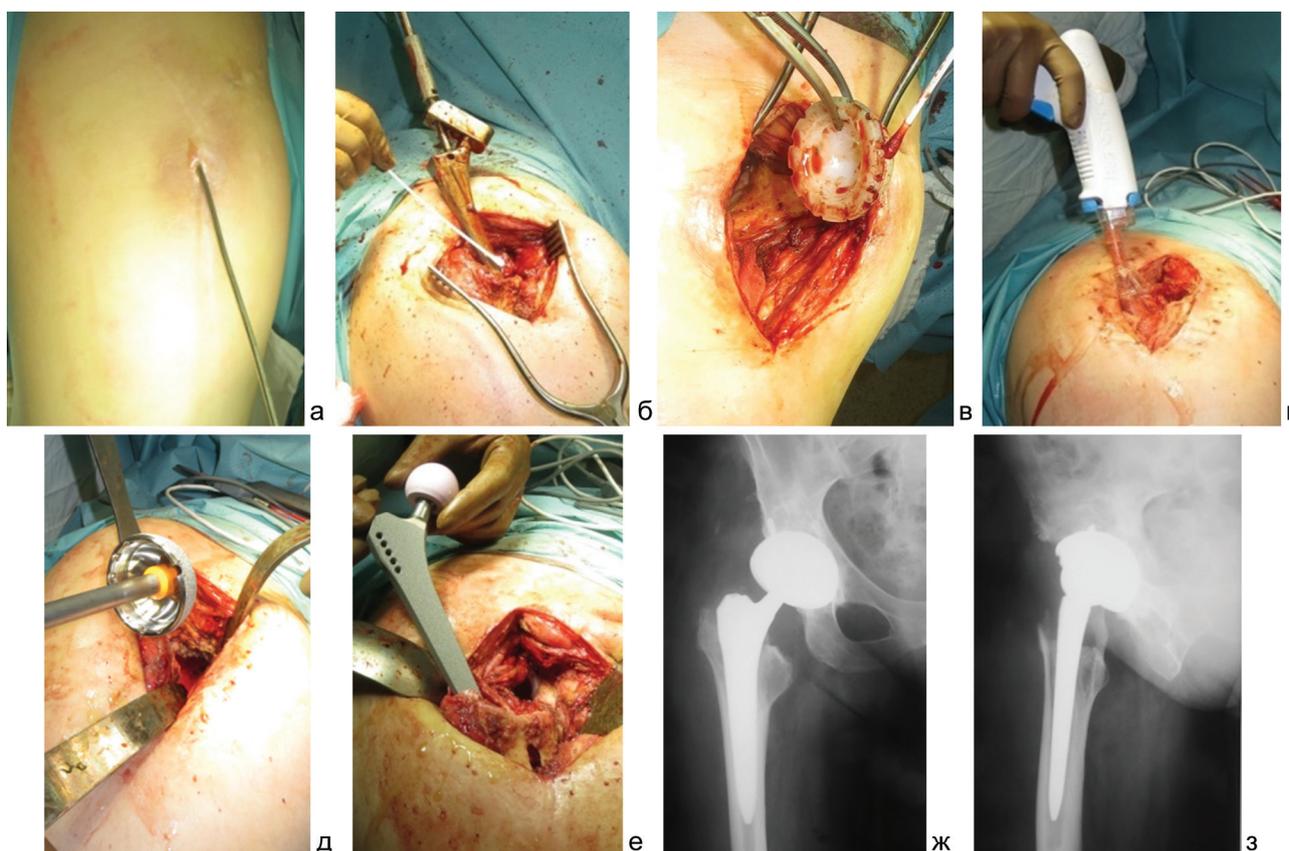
а – ревизия свища и его контрастирование; б, в – удаление компонентов инфицированного эндопротеза; г – ирригация тканей сустава; д, е – имплантация компонентов эндопротеза; ж, з – рентгенограммы правого тазобедренного сустава после операции
